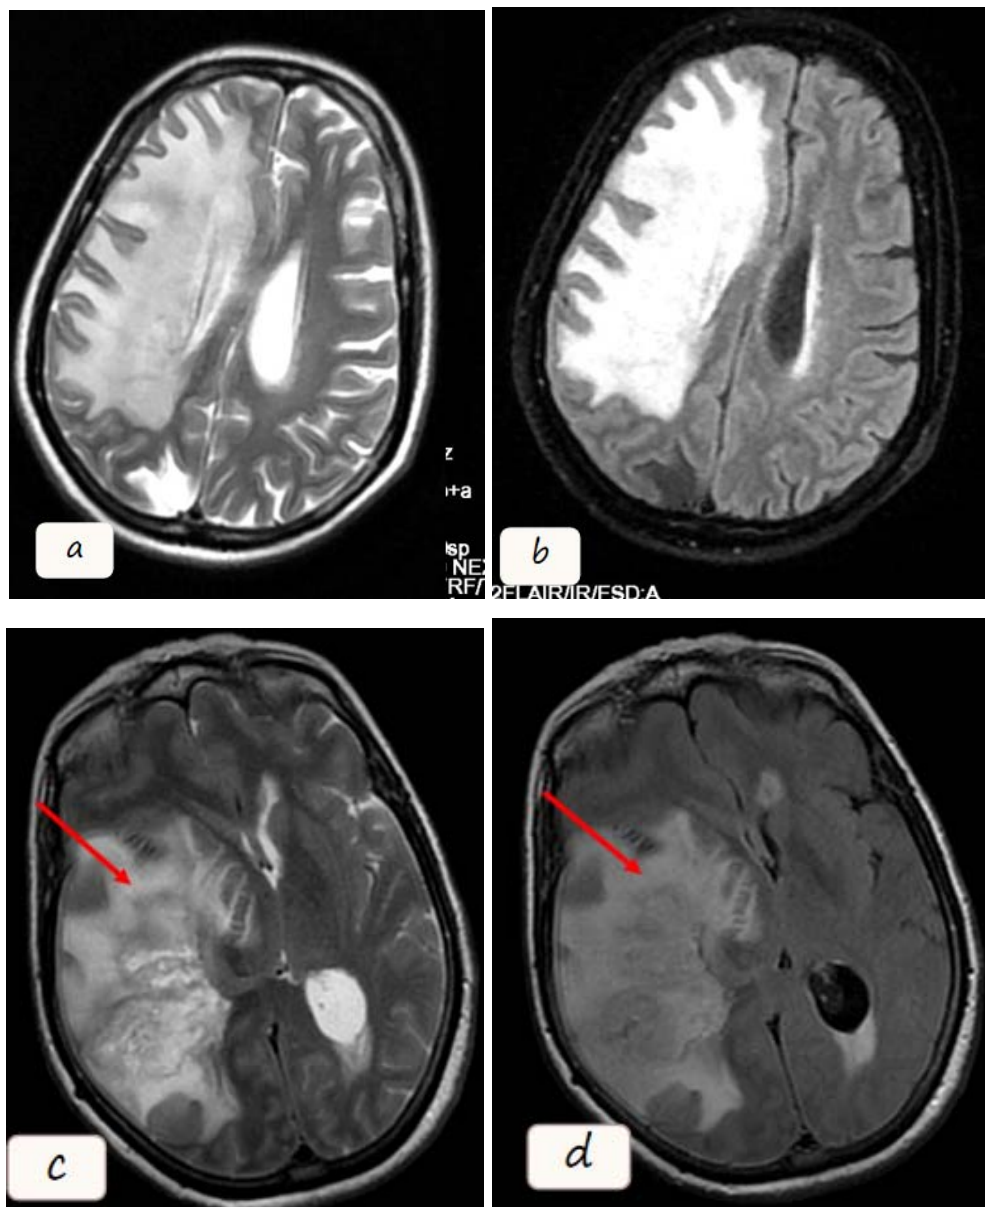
IRM cérébrale en séquences T2(a,c) et Flair(b,d) chez deux patients différents, suivis pour glioblastome(a,b) et métastase(c,d), et chez qui on note l'aspect en hypersignal des plages péricitumorales
